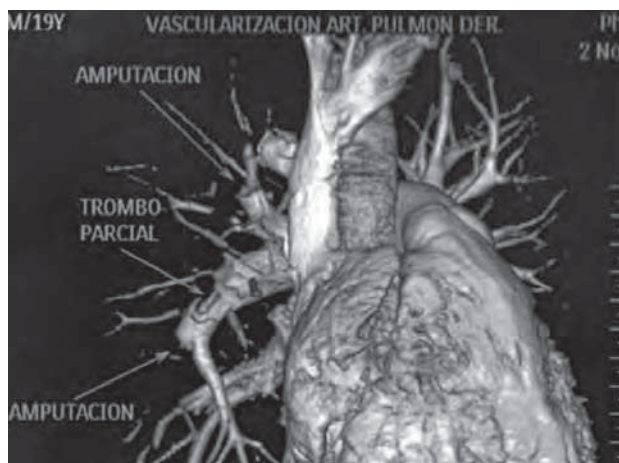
/11. Tomografía multislice (reconstrucción) donde se observan faltas de relleno y amputaciones características en ramas de la arteria pulmonar derecha.
